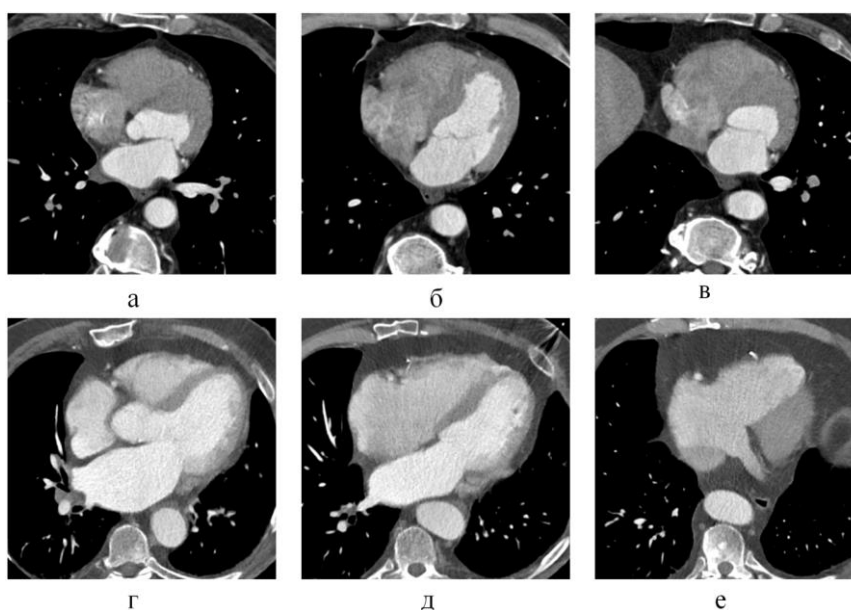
Компьютерная томография сердца, артериальная фаза контрастного усиления, мультипланарные реконструкции правых камер сердца. Сравнение монофазного протокола контрастного усиления (а-в) и протокола с предварительным болюсом (г-е).
